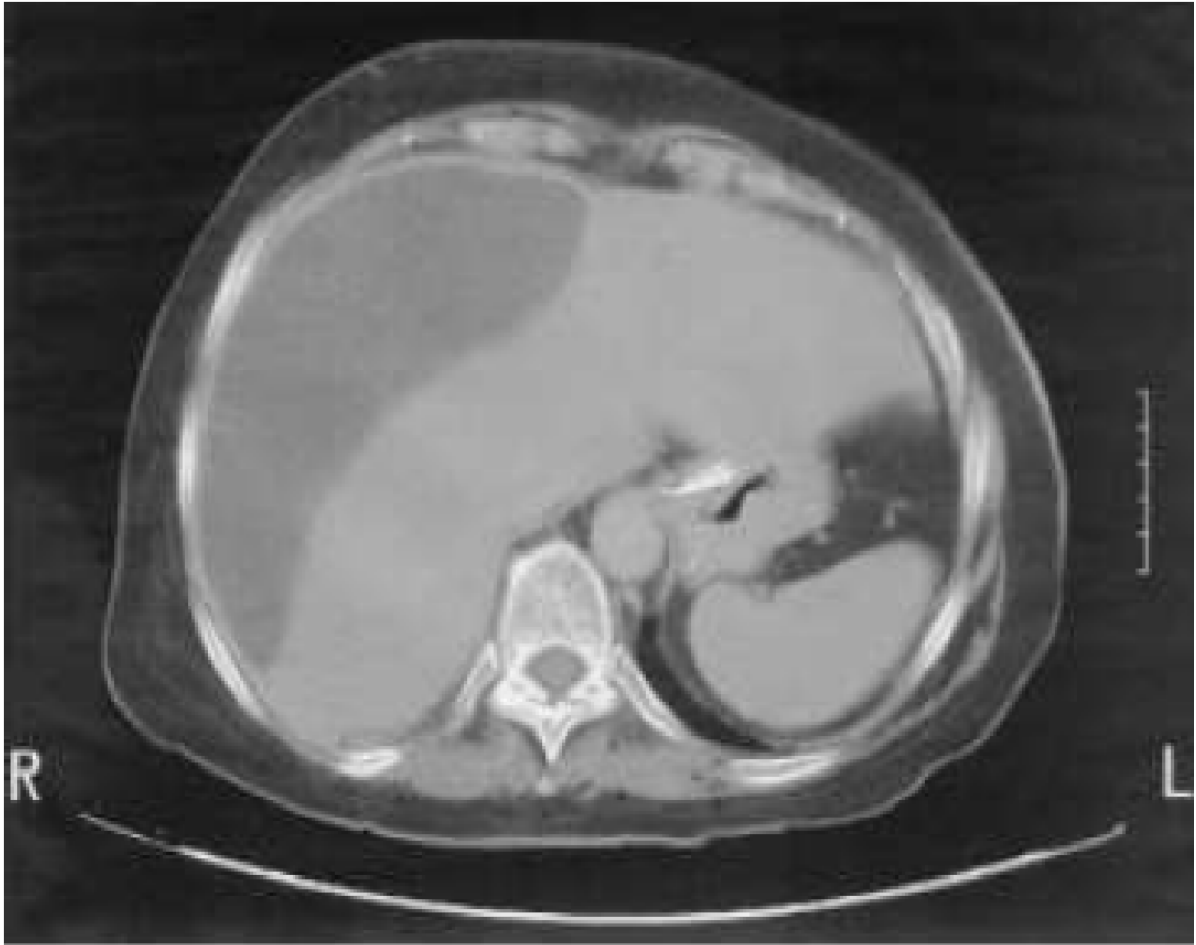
un bilome sous capsulaire du foie à la TDM abdominale.
